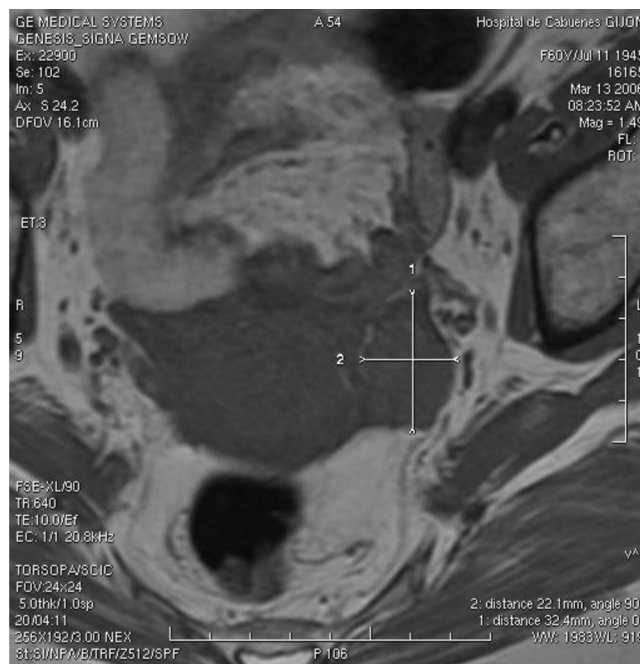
RMN de ovario izquierdo, ligeramente superior al tamaño habitual, de forma homogénea, tamaño: 30 mm. No se objetivan formaciones patológicas ni elementos quísticos en su interior.
